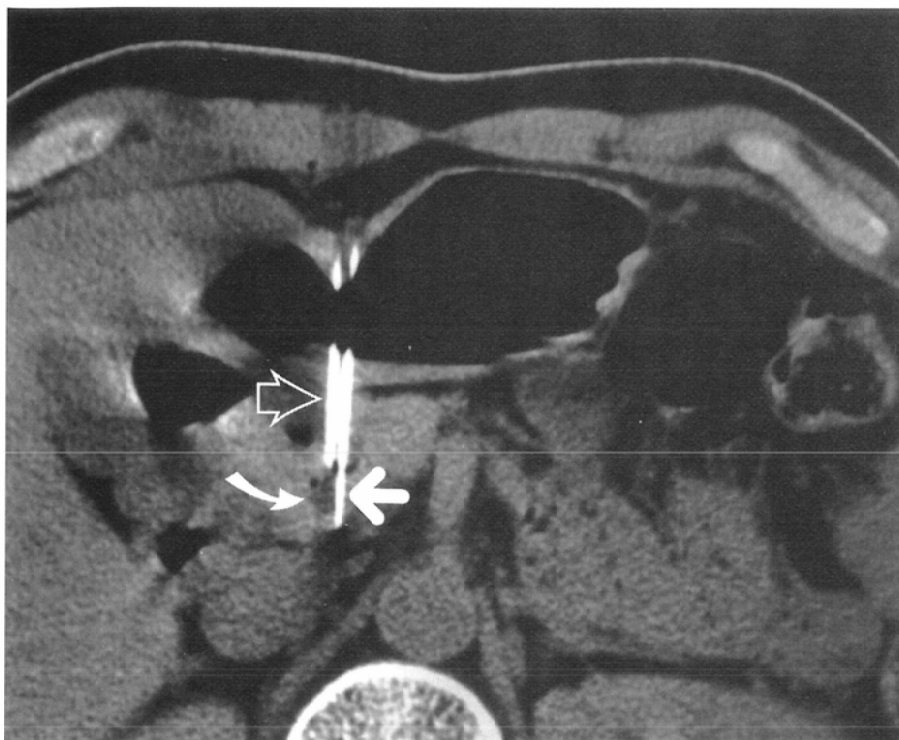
CT scan obtained in a 50-year-old man with mucinous adenoma of the pancreas. An aspiration needle (arrow) is advanced to the small low attenuated area (curved arrow) along the guiding needle (open arrow) through the inflated stomach.
